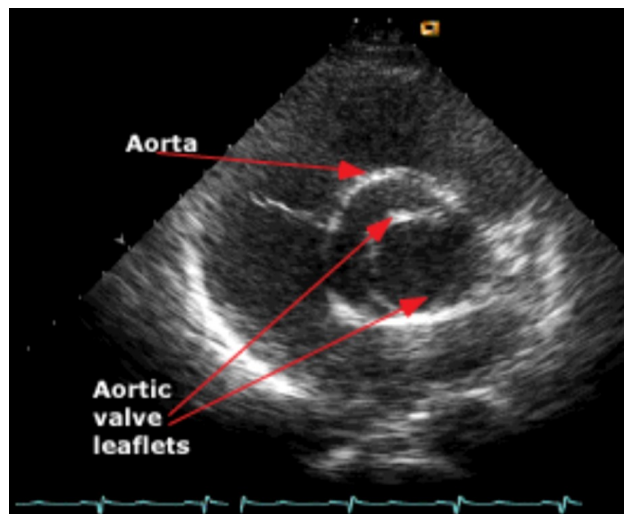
Evaluación de válvula aórtica bicúspide por ecocardiograma transtorácico, ventana paraesternal eje corto. Flecha superior señala la aorta; flechas inferiores señalan la válvula aórtica bicúspide. Fuente: Neuburger et al (38).
